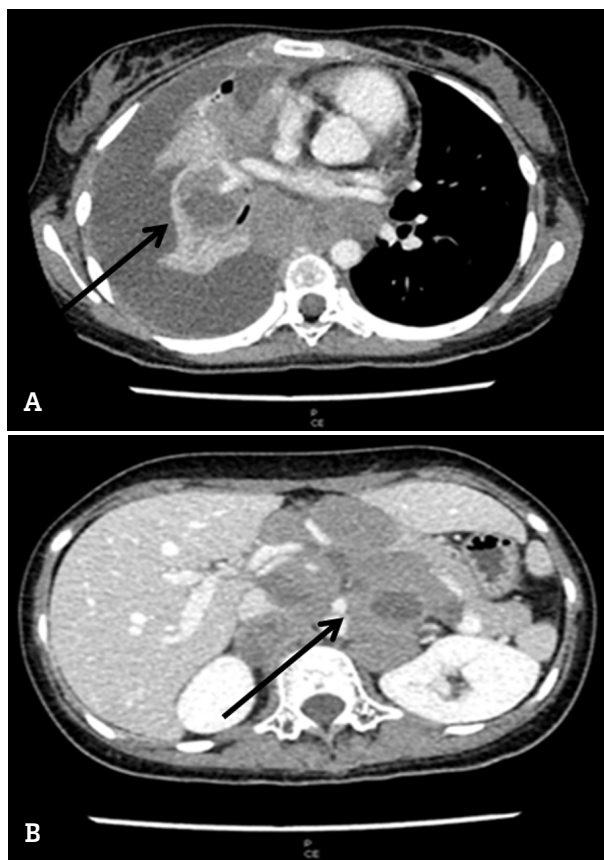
CT Chest; moderate right pleural effusion, multiple enlarged, intrathoracic nodes (A) and CT abdomen; multiple enlarged intraabdominal nodes with central necrosis (B)
